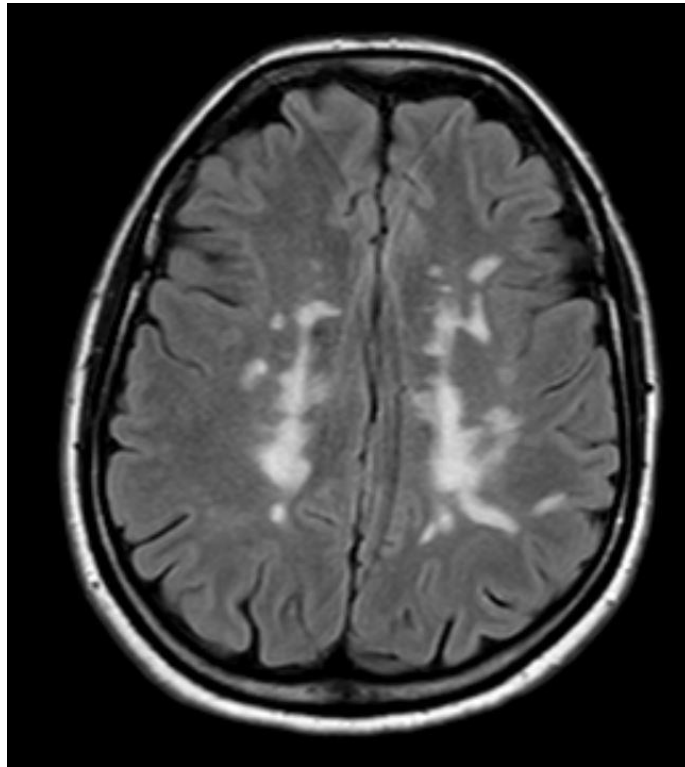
A) Sagittal 3D FLAIR sekansta ve B) Aksiyal FLAIR sekansta izlenen periventriküler yerleřimli beyaz cevher lezyonu
